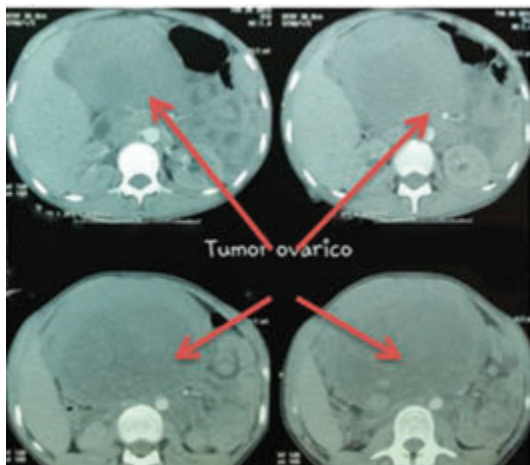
TAC abdomen Corte transversal muestra tumor ovario derecho
